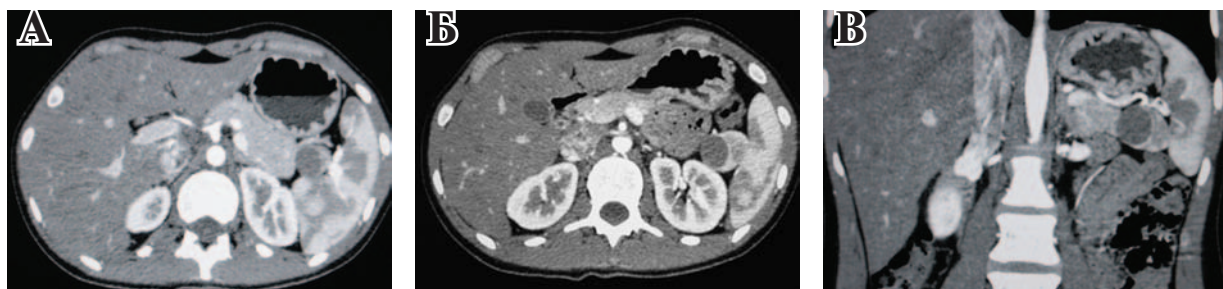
КТ-изображение добавочной дольки селезенки с кистой в артериальную фазу исследования, киста граничит с хвостом поджелудочной железы (А); левой почкой (Б) и расположена на селезеночных сосудах (В)
